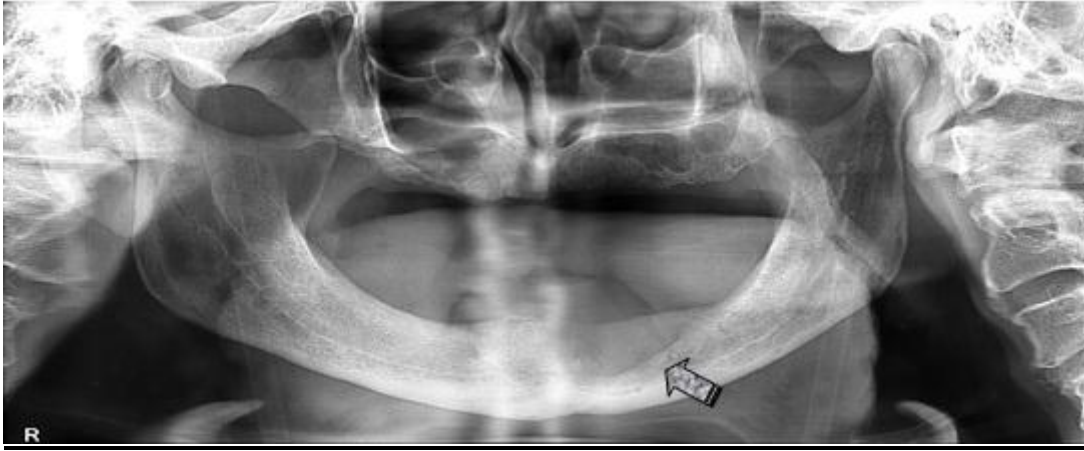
Radiografía panorámica evolutiva a los 6 meses de la intervención quirúrgica
